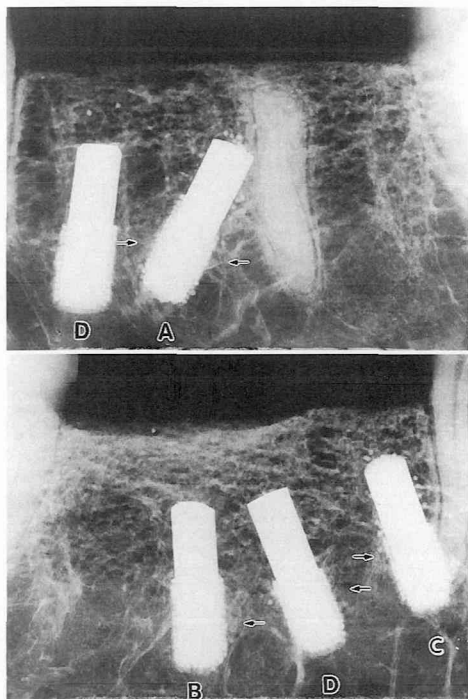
埋入後3ヵ月X線像（インプラント表面に接する骨梁像がみられる）↑印
